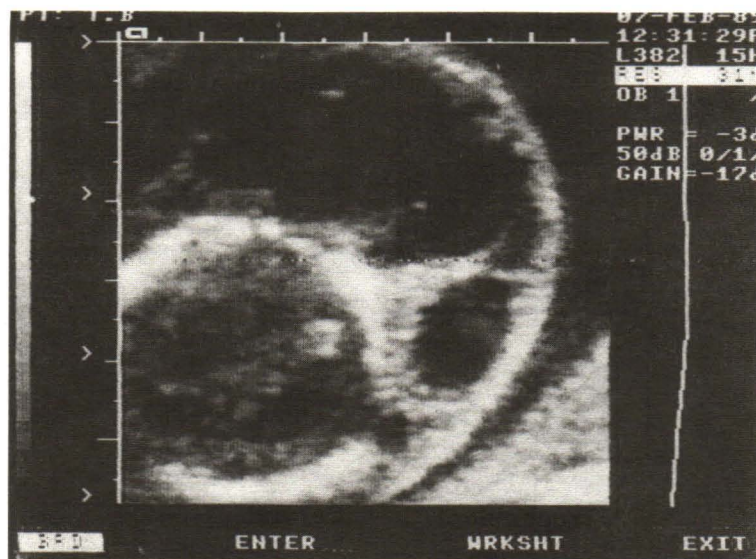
Ultrasound showing a large posterior cystic hygroma in a fetus with Turner's syndrome which was stillborn.
